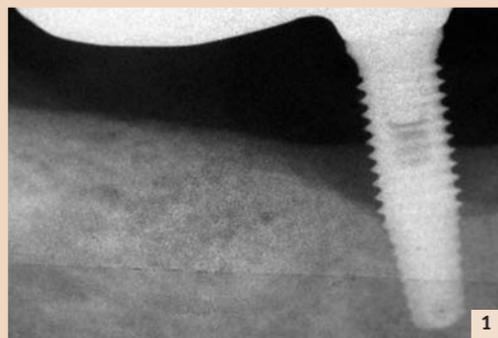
Intraorale Röntgenaufnahme eines Zahnimplantats mit Knochenverlust >3 mm. – Abb. 2: Aufnahme einer Implantatstelle vor der Messung (die Implantat-Suprastruktur ist noch eingesetzt). Pus-Ausfluss ist deutlich sichtbar. – Abb. 3: Entfernung von Plaque-Biofilm und Granulationsgewebe mit dem LiteTouch Er:YAG-Laser und seiner 1,3 x 14 mm-Saphirspitze.
